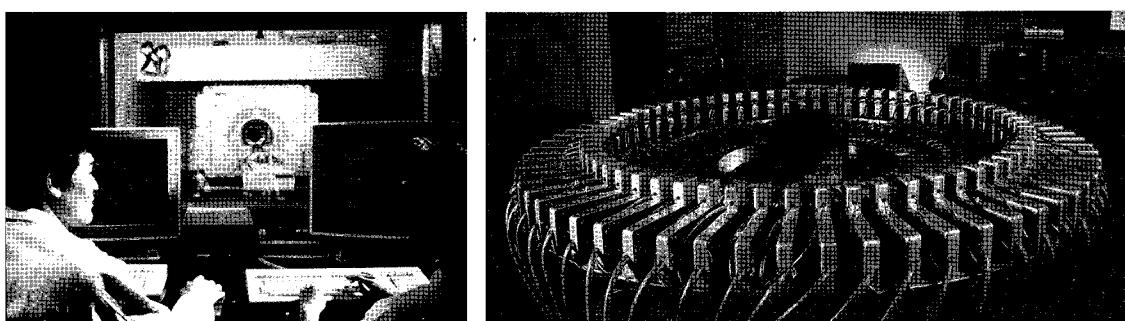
조장희 박사연구팀에 의해 세계 최초로 개발되어 서울대 병원에 설치된 2.0T MRI 기기(왼쪽)와 UCLA 재직당시 제작된 원형 PET 기기
